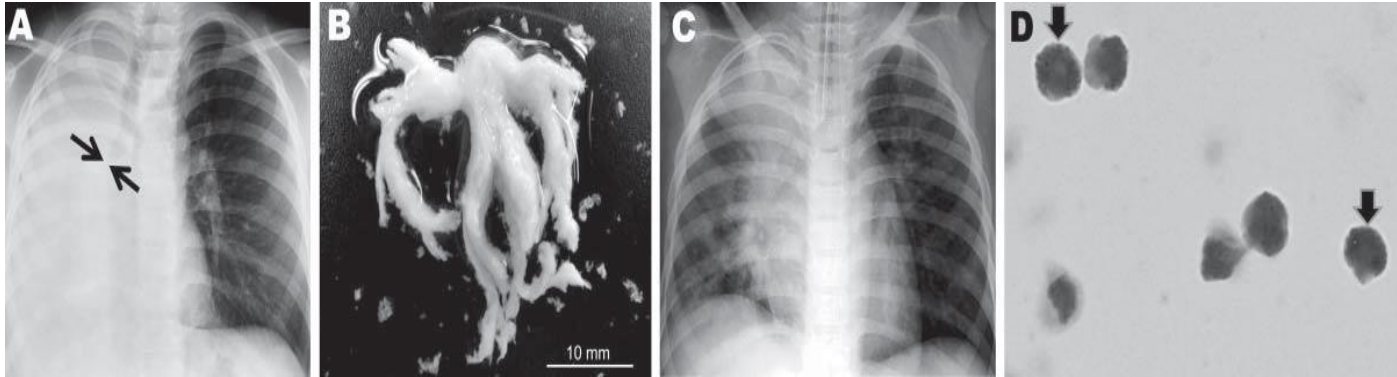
Plastic bronchitisの症例のX線画像と粘液栓
